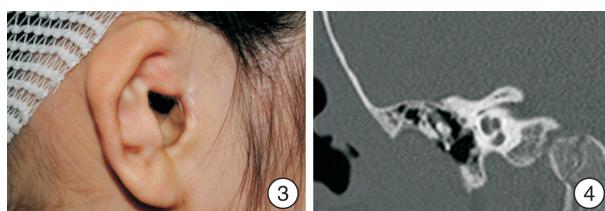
术后宽敞的外耳道; 图4 胆脂瘤广泛破坏外耳道时的颞骨薄层CT 由于外耳道胆脂瘤破坏,外耳道底壁和鼓骨消失,颞骨薄层CT误报为膜性闭锁。
